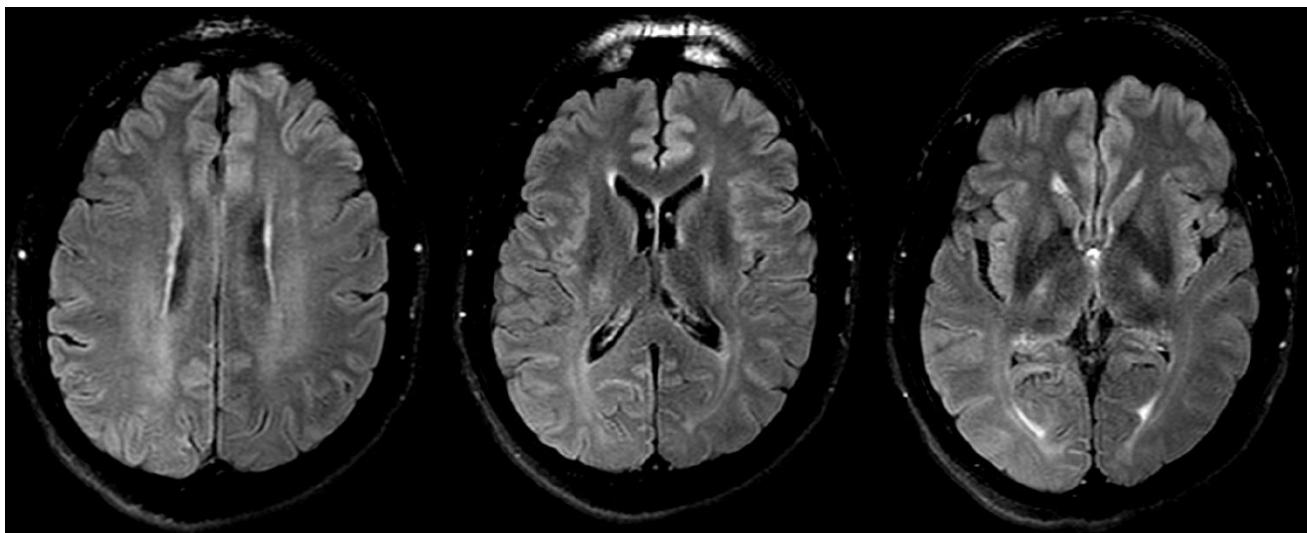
IRM cérébrale du patient 1 en coupes axiales FLAIR mettant en évidence des hypersignaux de la substance blanche périventriculaire.
